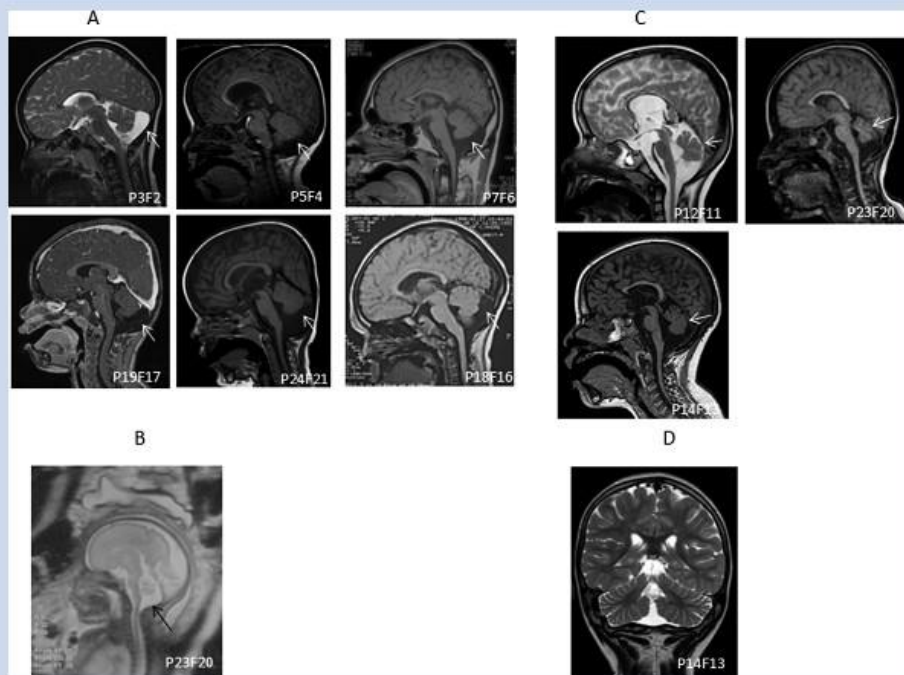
Cerebellar malformations (arrows). A: Increased fluid-filled retrocerebellar space (P3F2, P5F4, P7F6, P19E17, P24F21, P18F16). B: Fetal cerebral MRI. Increased fluid-filled retrocerebellar space associated with vermian hypoplasia (P23F20). C: Moderate vermian hypoplasia [reduction of vermian height] (P12F11, P23F20, P14F13). Note the association with focal atrophy of the cranial part of the vermis in P12F11 and P14F13. D: Moderate atrophy of the cerebellar hemispheres (P14F13).
